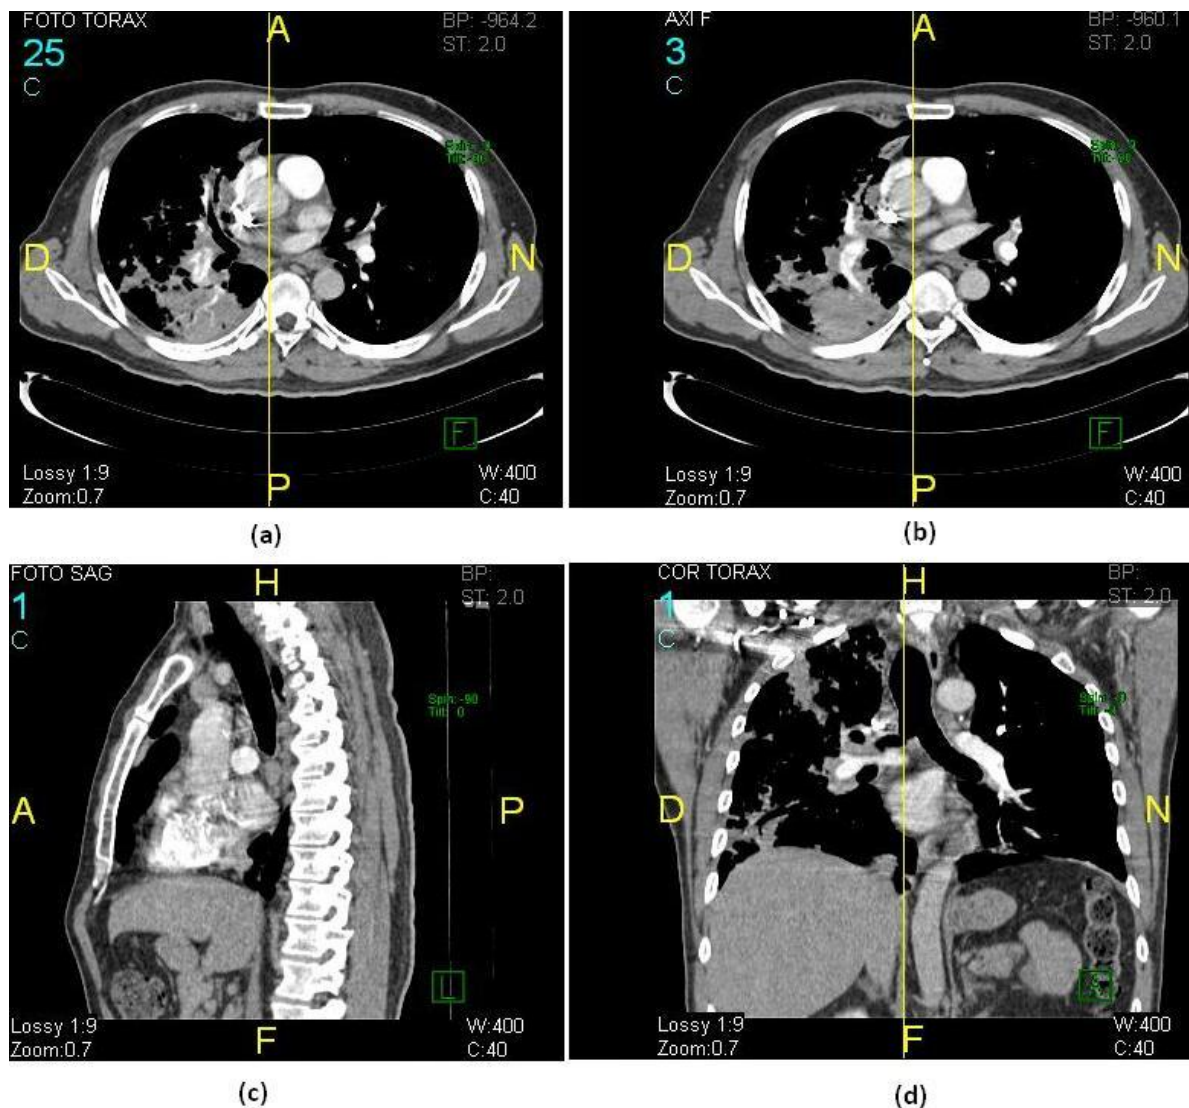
Imagen tomográfica de CT de un tórax, (a) y (b) es una visualización axial de dos cortes diferentes, (c) visualización sagital y (d) visualización coronal ^[iv].
